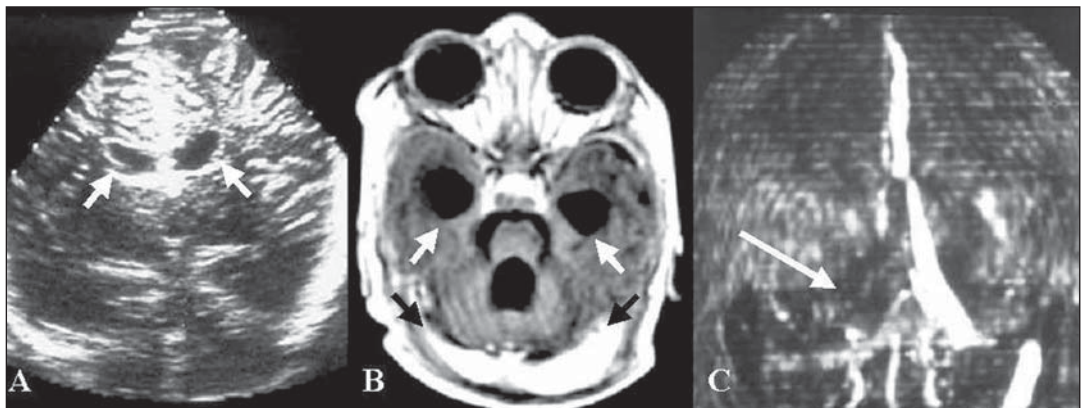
Caso 1. US no plano coronal (A) mostrando ectasia do sistema ventricular (setas brancas), também evidenciada na imagem de RM na sequência pesada em T1 no plano axial (B), além de hipersinal na topografia dos seios sigmóides (setas pretas). Em C, ARM sequência TOF evidenciando falha de enchimento no seio sigmoide direito (seta).
